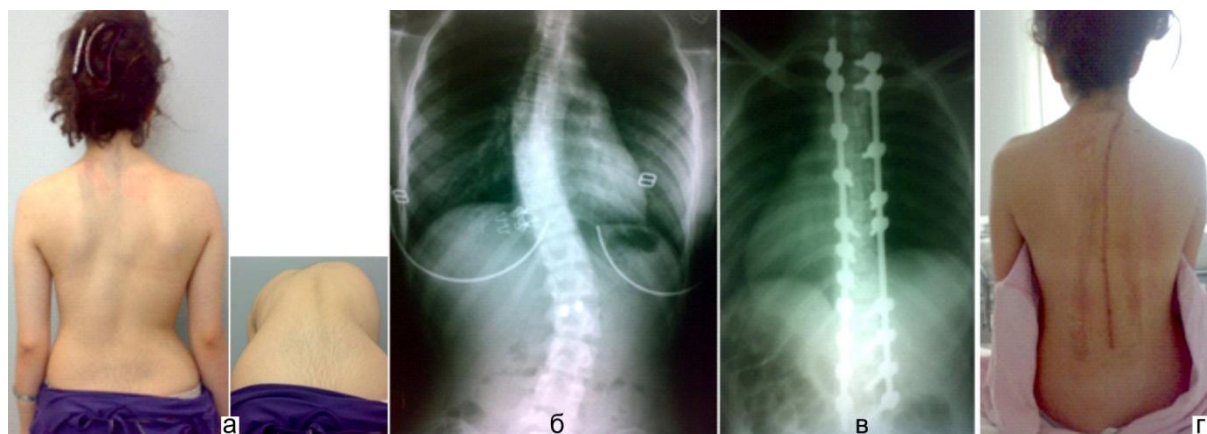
Больная F., 18 лет: а – внешний вид до оперативного лечения; рентгенограммы грудно-поясничного отдела позвоночника: б – до лечения в прямой проекции; в – после операции; г – внешний вид больной после операции
